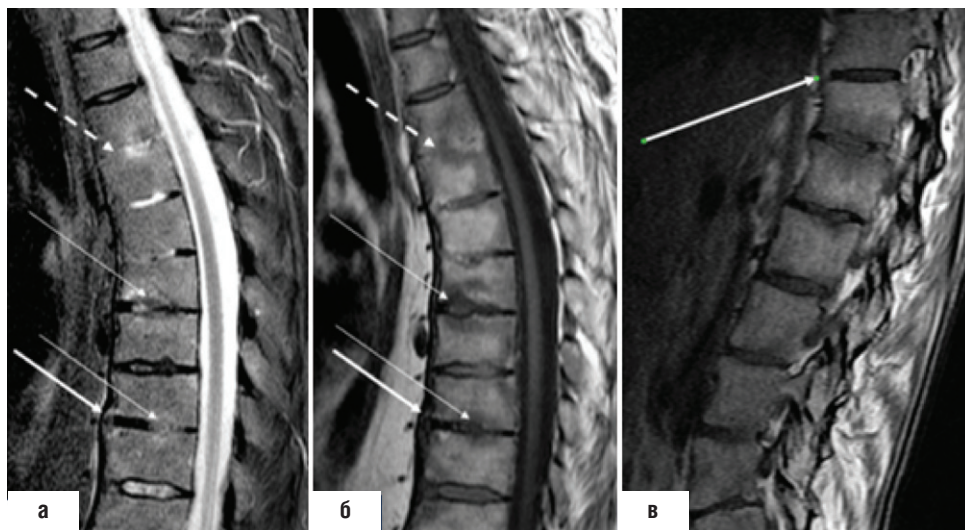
МРТ грудного (в режимах STIR (а) и T1 (б)) и поясничного (в режиме T1 (в)) отделов позвоночника: показаны структурные изменения в телах позвонков; множественные синдесмофиты в области передних углов и передних фиброзных колец дисков и мостовидный синдесмофит (толстые стрелки); частичный анкилоз межпозвоночного диска (прерывистая стрелка) и дисциты с повреждениями замыкательных пластин (тонкие стрелки) (снимки из фильмотеки А.В. Смирнова)
